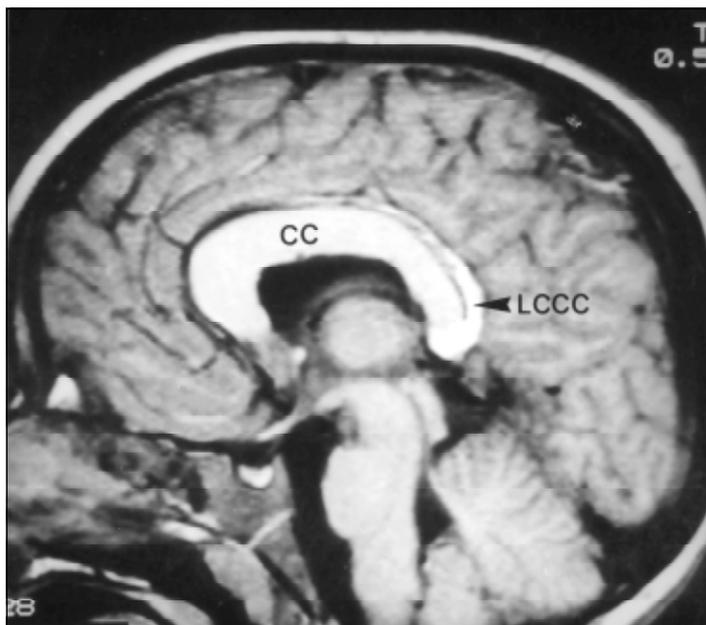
Ressonância ponderada em T<sub>2</sub>. Presença de espessamento das fibras do corpo caloso (CC). Lipoma curvilíneo do corpo caloso (LCCC).
